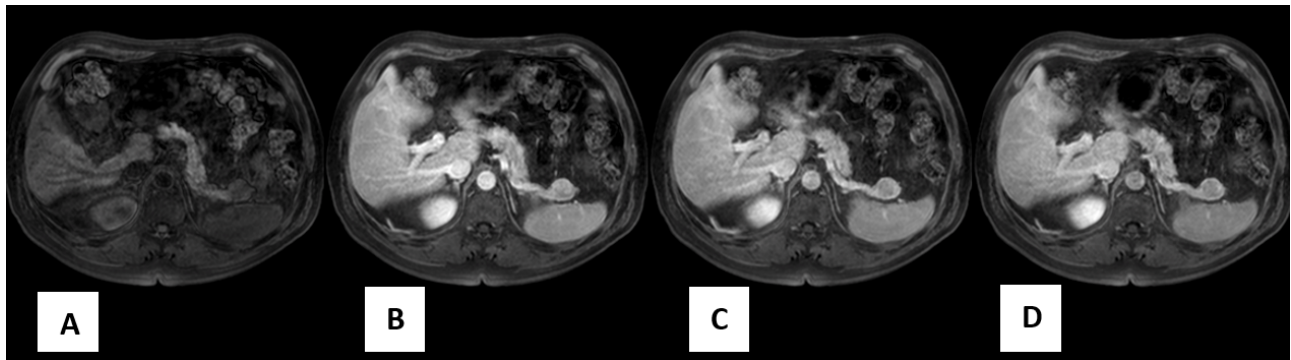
RM de abdome superior em plano axial nas fases pré-contraste (A), arterial (B), fase portal (C) e fase tardia (D). O estudo contrastado revela que não houve alteração das dimensões e das características do nódulo pancreático, confirmando lesão benigna referente a baço acessório intrapancreático.
